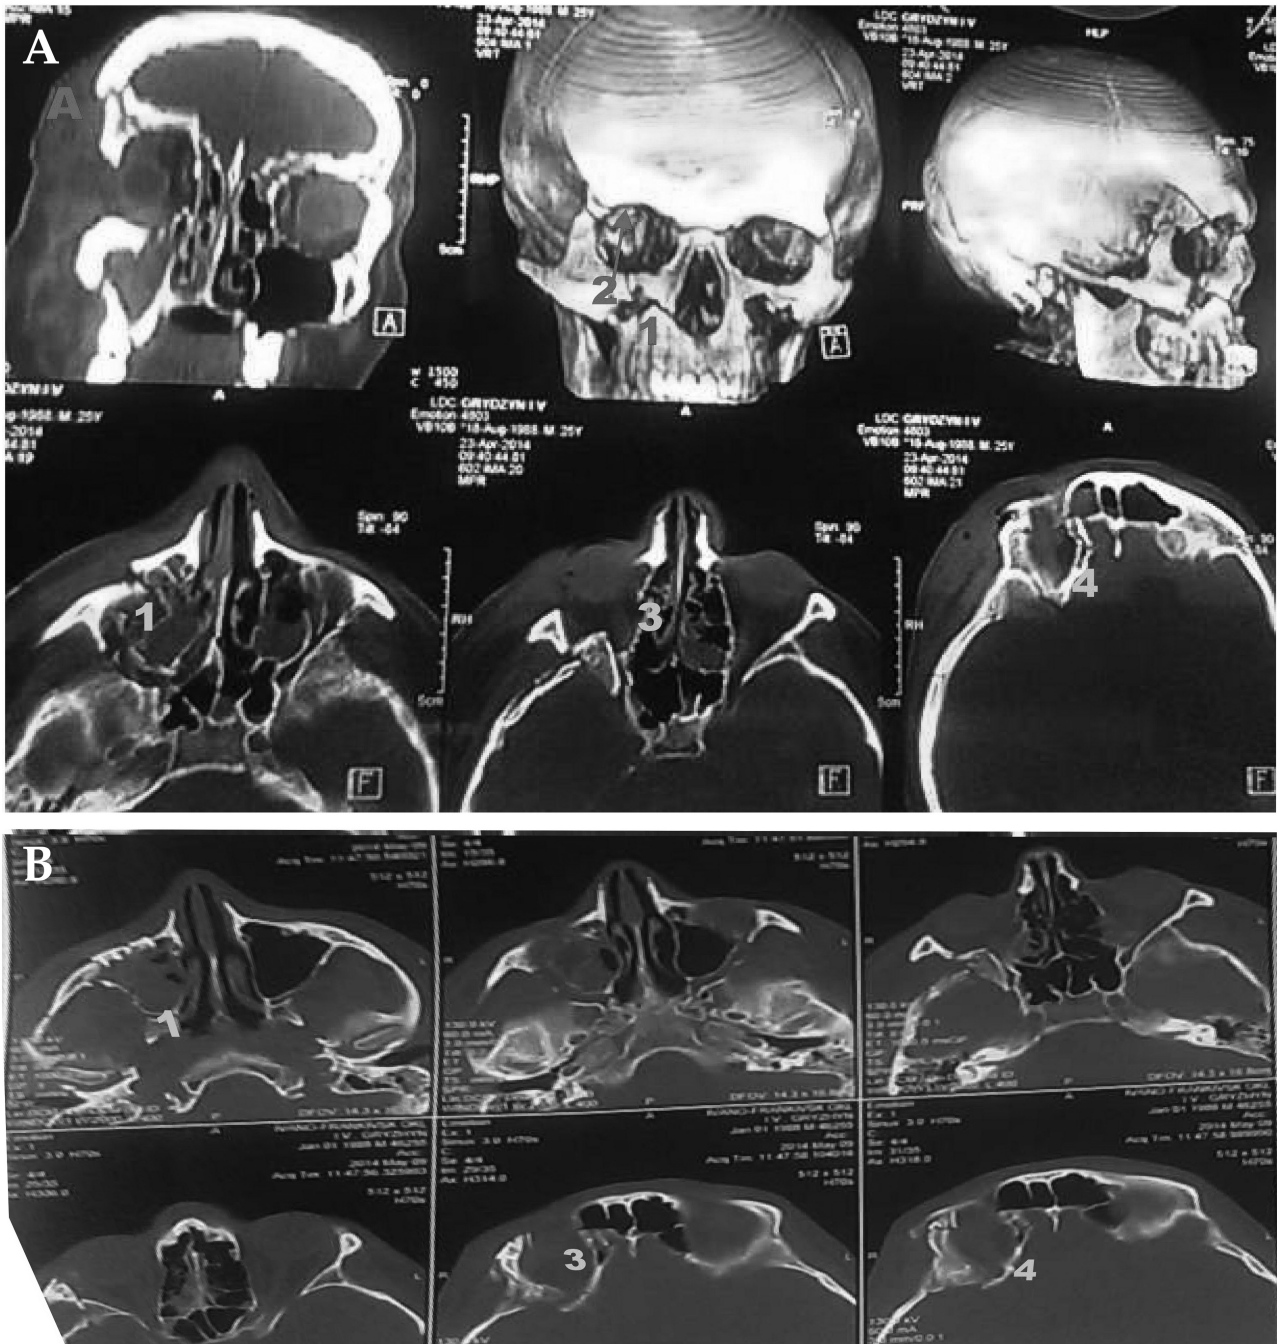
МРТ (А) і КТ (В) пацієнта Г. до і через 1 місяць після операції: 1 — перелом нижньої стінки орбіти; 2 — перелом зовнішньої стінки, 3 — положення зорового нерва, 4 — верхівка орбіт
